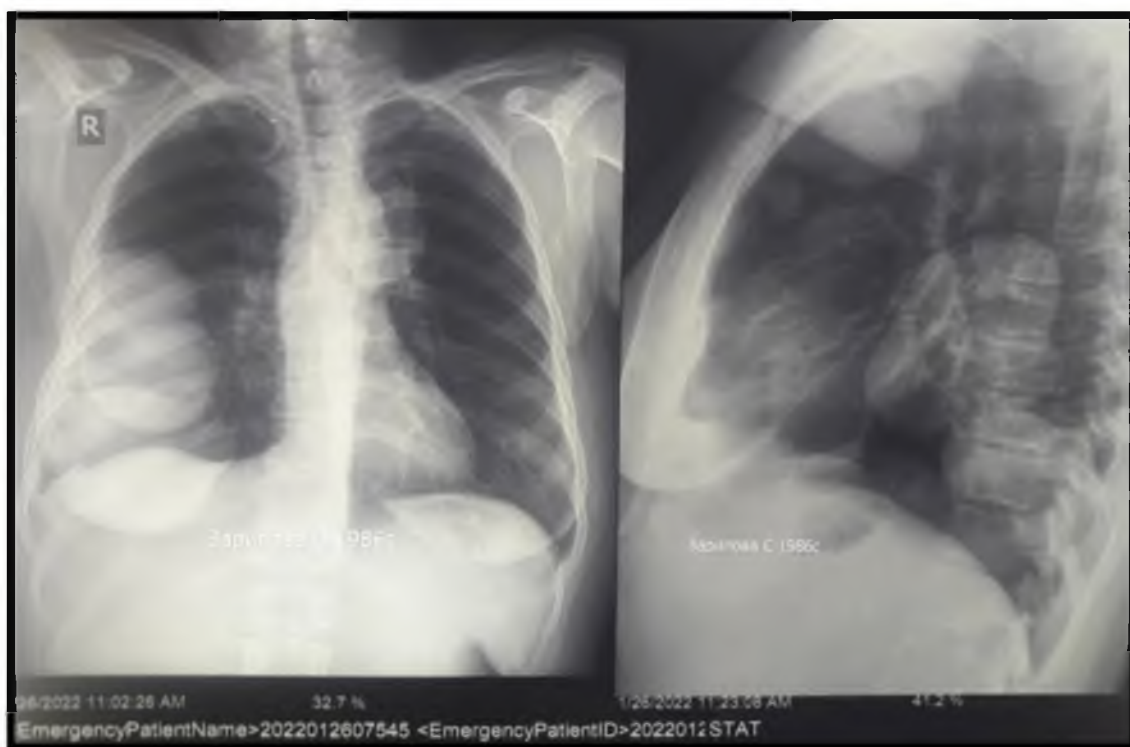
Рентгенография грудной клетки. Эхинококковая киста нижней доли правого легкого
